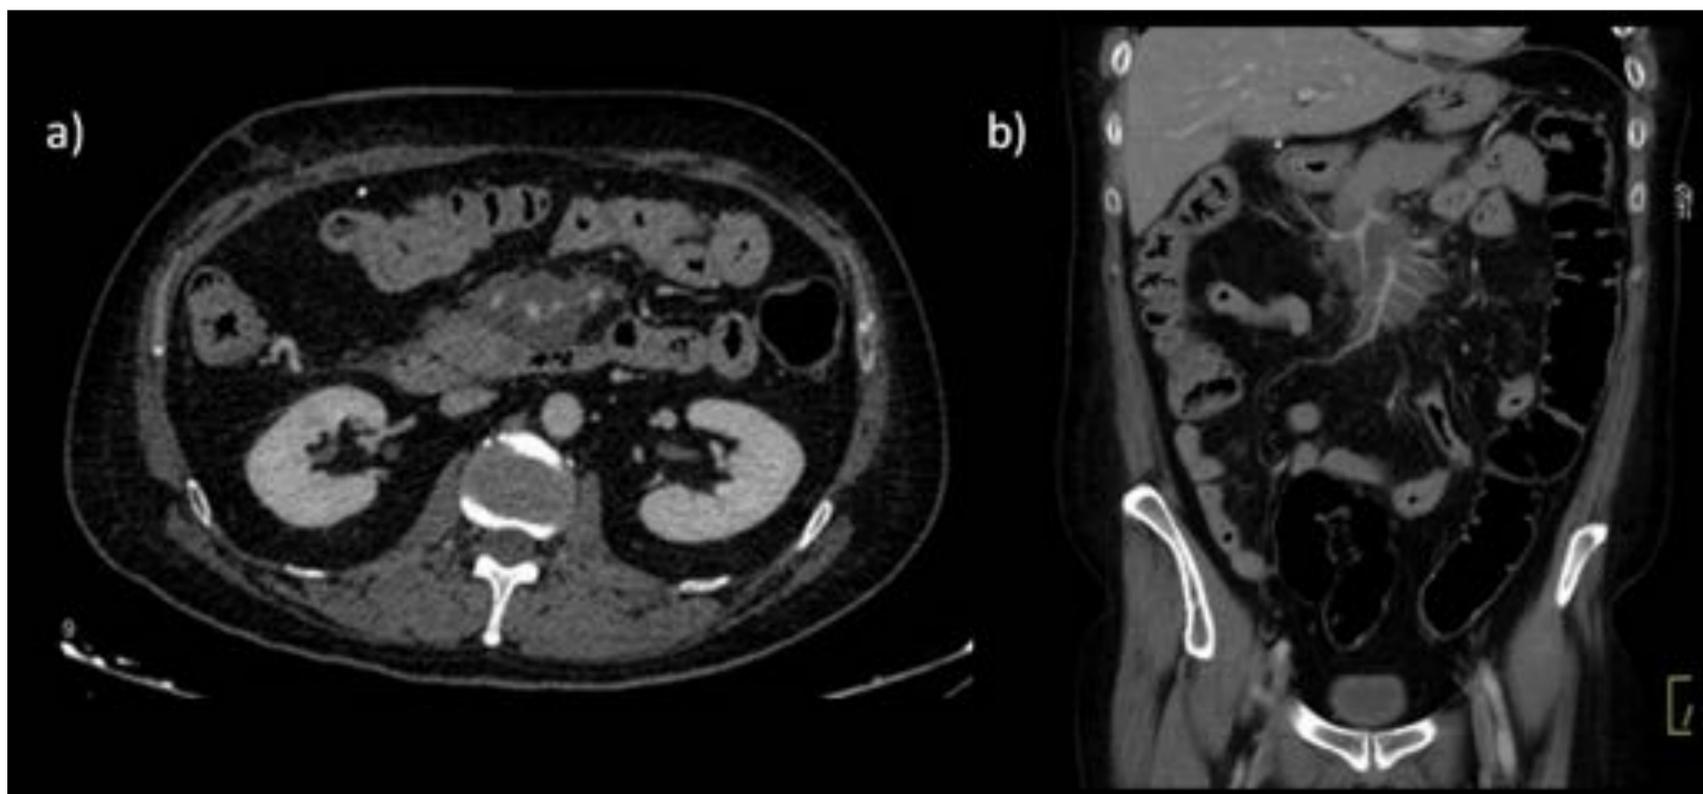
Mesenteritis retráctil. Imágenes de TC abdómino-pélvico con contraste intravenoso en fase portal. a) Corte axial en el que se aprecia una masa con densidad de partes blandas que engloba los vasos mesentéricos. b) Reconstrucción coronal en la que observan los mismos hallazgos. Nótese la similitud que presenta con el linfoma.
